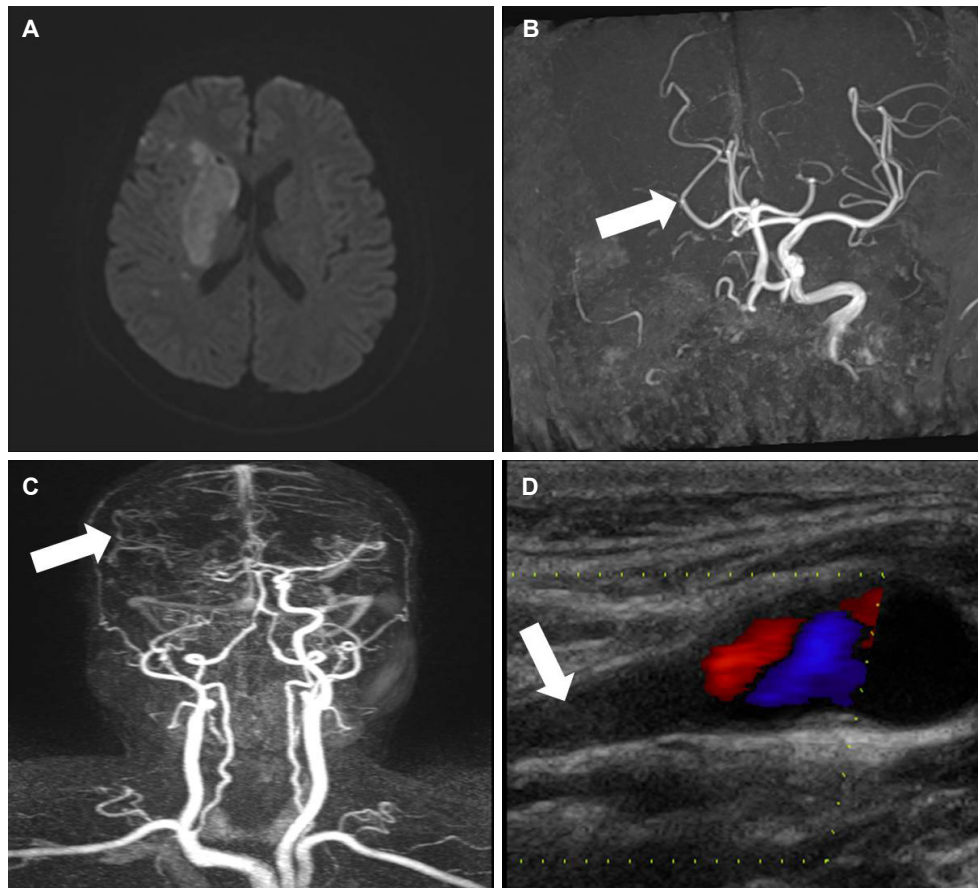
Brain MR images and Duplex carotid ultrasonography of presenting patient. (A) Diffusion-weighted image of the patient showed diffusion restriction in right striatocapsular area. (B) Time of flight intracranial MR angiography demonstrated absent flow of right internal carotid artery with dominant right posterior cerebral artery (white arrow) comparing that of left posterior cerebral artery. (C) Enhanced contrast neck MR angiography showed occlusion of right extracranial internal carotid artery with partial preserved right middle cerebral artery territory leptomeningeal collaterals (white arrow). (D) Duplex carotid ultrasonography revealed thrombus and occlusion in right extracranial internal carotid artery with no flow in color Doppler (white arrow). MR; magnetic resonance.
